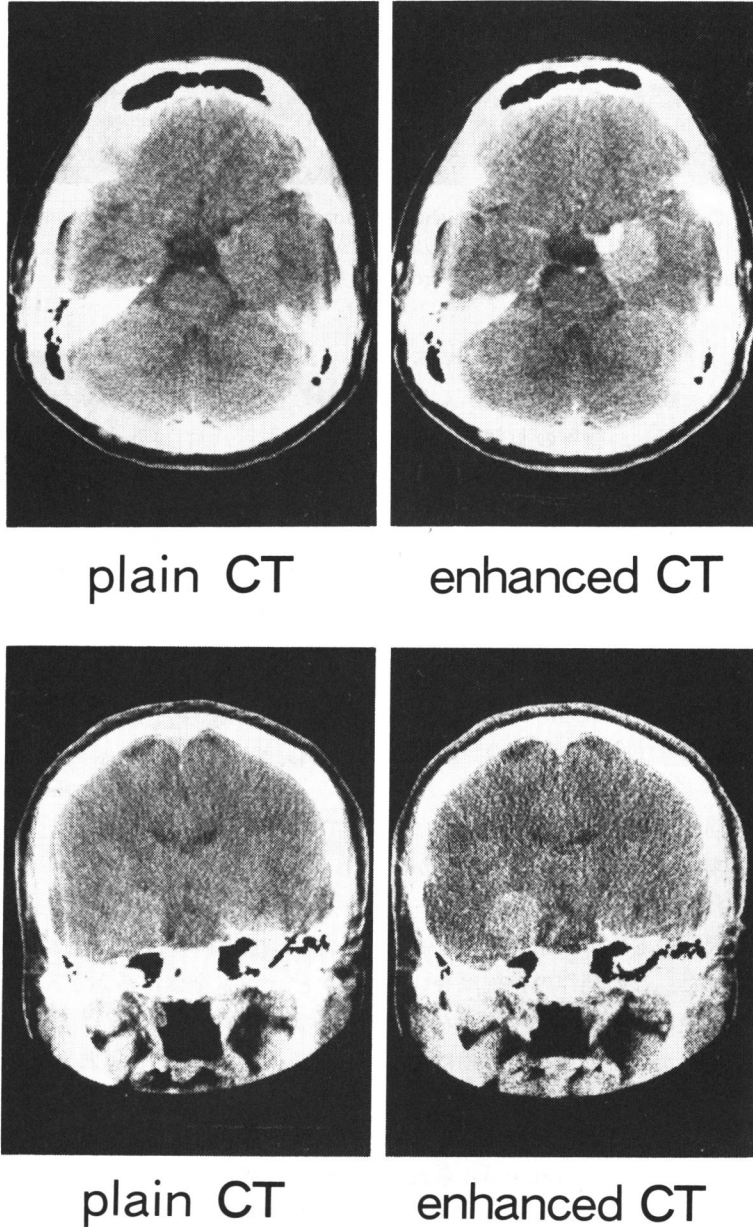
CT scan. Transverse section (above) and coronal section (below). Plain CT shows faintly high density mass in the anteromedial part of the right temporal lobe. The mass is enhanced by contrast medium, especially medial part of the mass more strikingly enhanced, suggesting the mass closely related to the anterior cerebral circulation.
